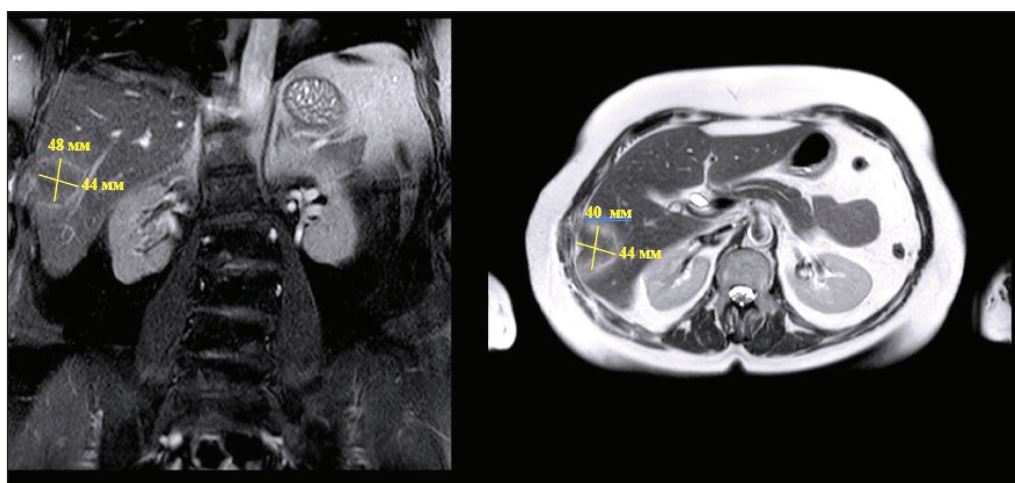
МРТ органов брюшной полости на 1-е сут после РЧА.
